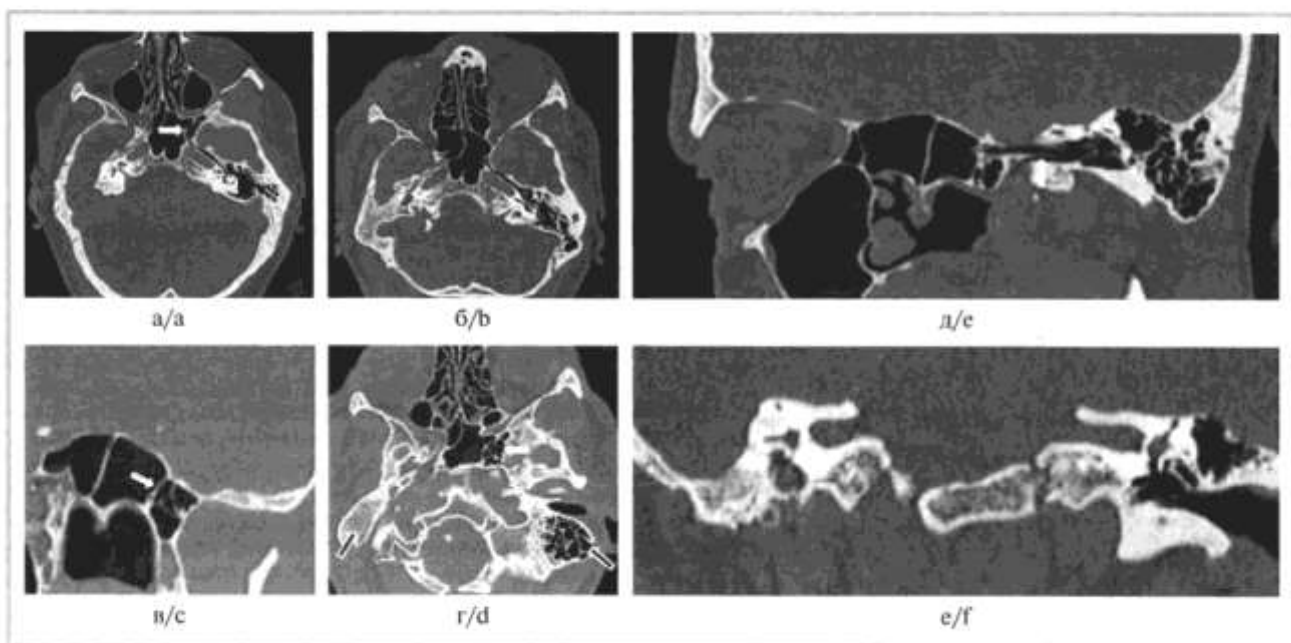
Спиральная компьютерная томография височных костей больного П.
